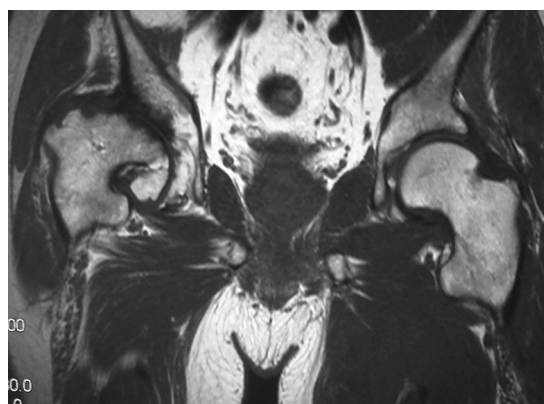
股関節 MRI 面像(58 歳：発症 48 年後)
